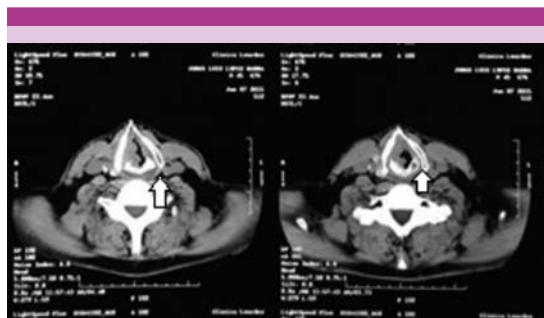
Tomografía de cuello: tumor laríngeo tomando cuerdas vocales y disminuyendo la luz traqueal.
